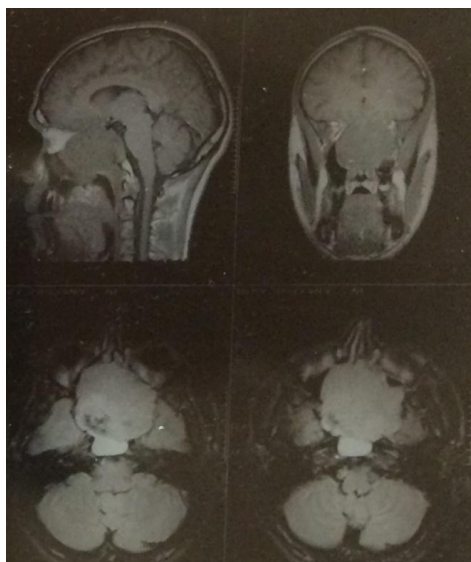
Пациентка И., 07.05.1942 г.р. МРТ головы в саггитальной (сверху) и коронарной (снизу) плоскости до операции
